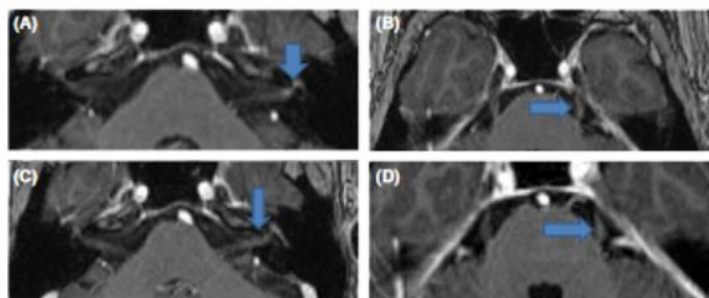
Images were acquired by use of T1-weighted, contrast-enhanced MPRAGE TRA ISO sequences, in the axial plane. (A) Gadolinium enhancement in the intracanalicular and labyrinthine segments of the left facial nerve (blue arrow). (B) Contrast enhancement in the intracisternal length of the trigeminal nerve (blue arrow). (C) The contrast enhancement of the facial nerve persists upon repeated examination a month later (blue arrow). (D) The contrast enhancement of the trigeminal nerve persists upon repeated examination a month later (blue arrow)
